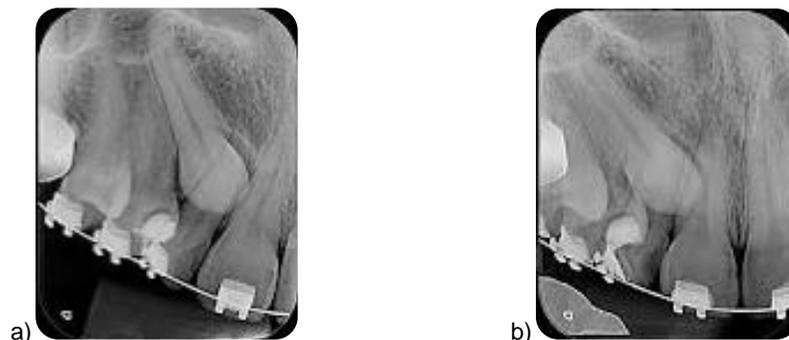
a) Radiografía tomada por distal. b) Radiografía tomada por mesial.⁸
